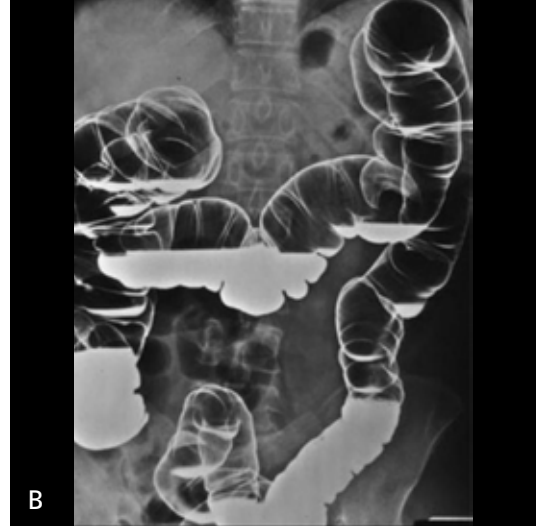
A,B. Lavman opaklı kolon grafisi. (A) Yatarak; (B) Ayakta alınan batin grafileri.
